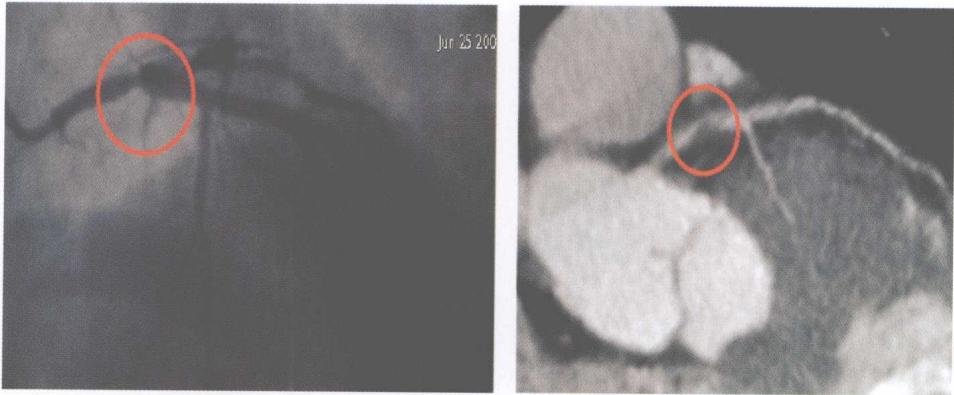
左冠状动脉 CT 分析与 DSA 对照
